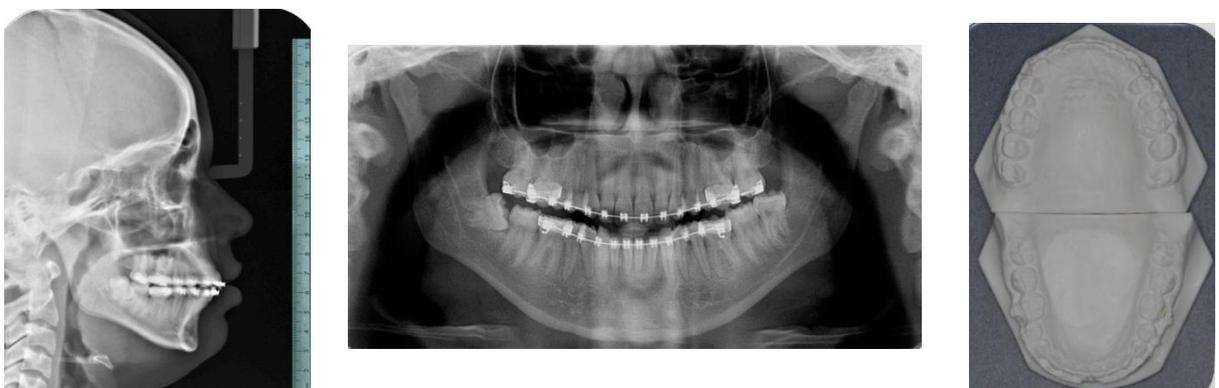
Teleradiografia, radiografia panorâmica e modelo de gesso da amostra, ao final do tratamento ortodôntico (T2)
